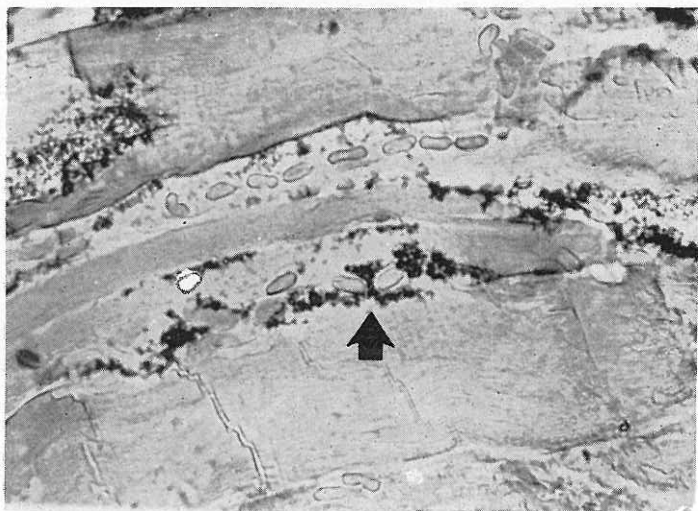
Microautorradiografía mostrando el sitio de extrusión (flecha) de los macroagregados del capilar hacia el endomisio.
